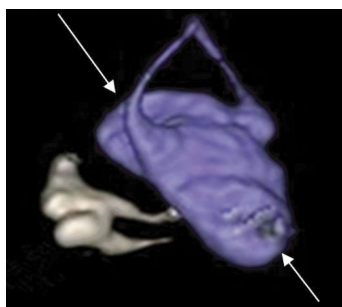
内耳畸形患者的内耳多层螺旋 CT 双阈值重建+容积再现融合重建图像。患儿男性，3 岁。耳蜗、前庭扩大并共腔，双侧水平半规管、后半规管发育较差，呈囊状同前庭共腔(箭头所示)。
